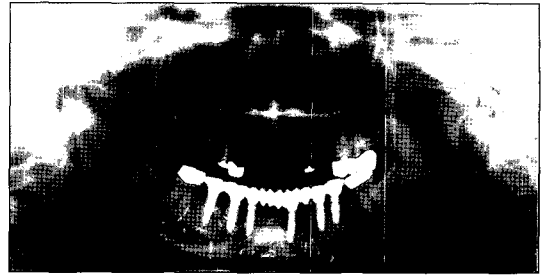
Panoramic radiograph 4 months post-operatively.
